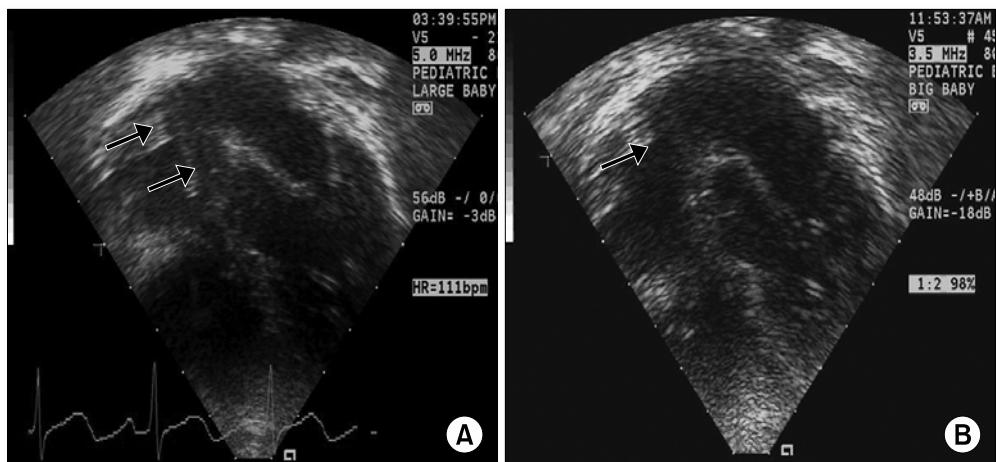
Echocardiogram. (A) The echocardiogram at the time of diagnosis showed a normal heart function (EF 71%), but the tip of the Hickman catheter was located deep in the right atrium, close to the tricuspid valve leaflets. Moreover, a large atrial thrombus was observed around the tip of the catheter and adhering to the atrial wall (the upper arrow indicates Hickman catheter while the lower shows the thrombus). (B) After thrombolytic treatment for 3 days with strict monitoring, the thrombus was progressively lysed and, had shrunk to a small residue adhering to the atrial wall (the arrow indicates Hickman catheter).
